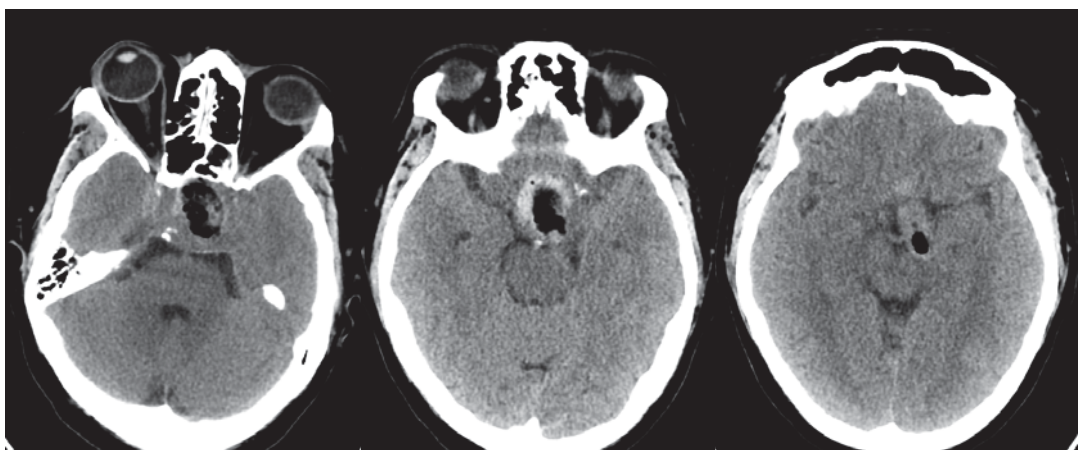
КТ-контроль после ревизии. Уменьшение гиперденсных участков
